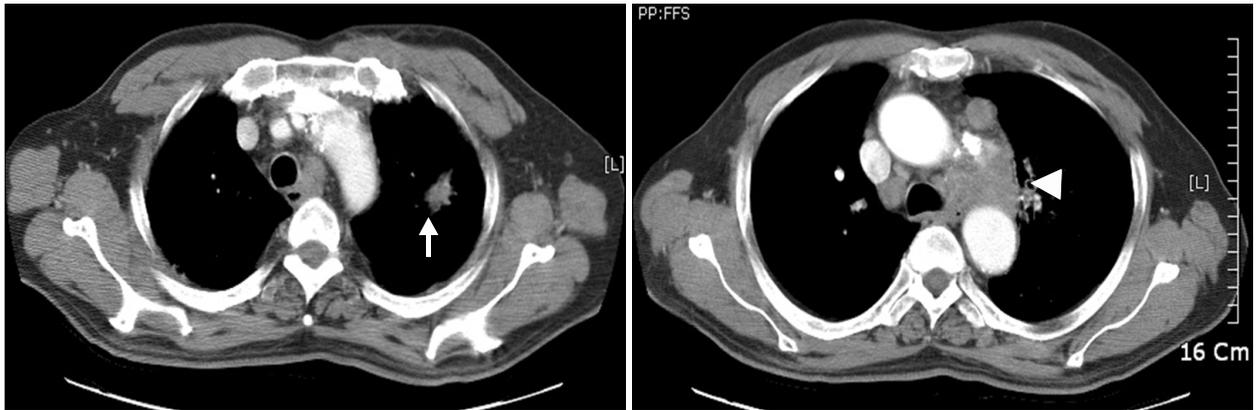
CT scan of the chest at the diagnosis of Lung cancer shows that 2.5 cm sized lung mass is located in LUL (arrow) with paratracheal, subcarinal and AP window lymphadenopathy (arrowhead).
